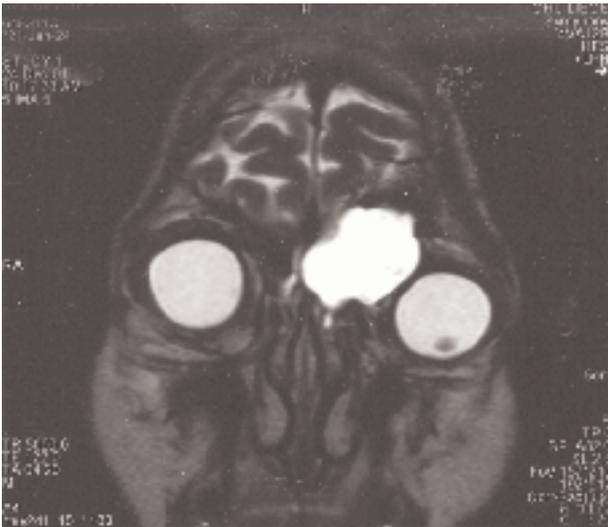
IRM orbitaire coronale en T2, mise en évidence d'un volumineux mucocèle frontal érodant la paroi orbitaire et refoulant le globe oculaire gauche en dehors et en bas.
